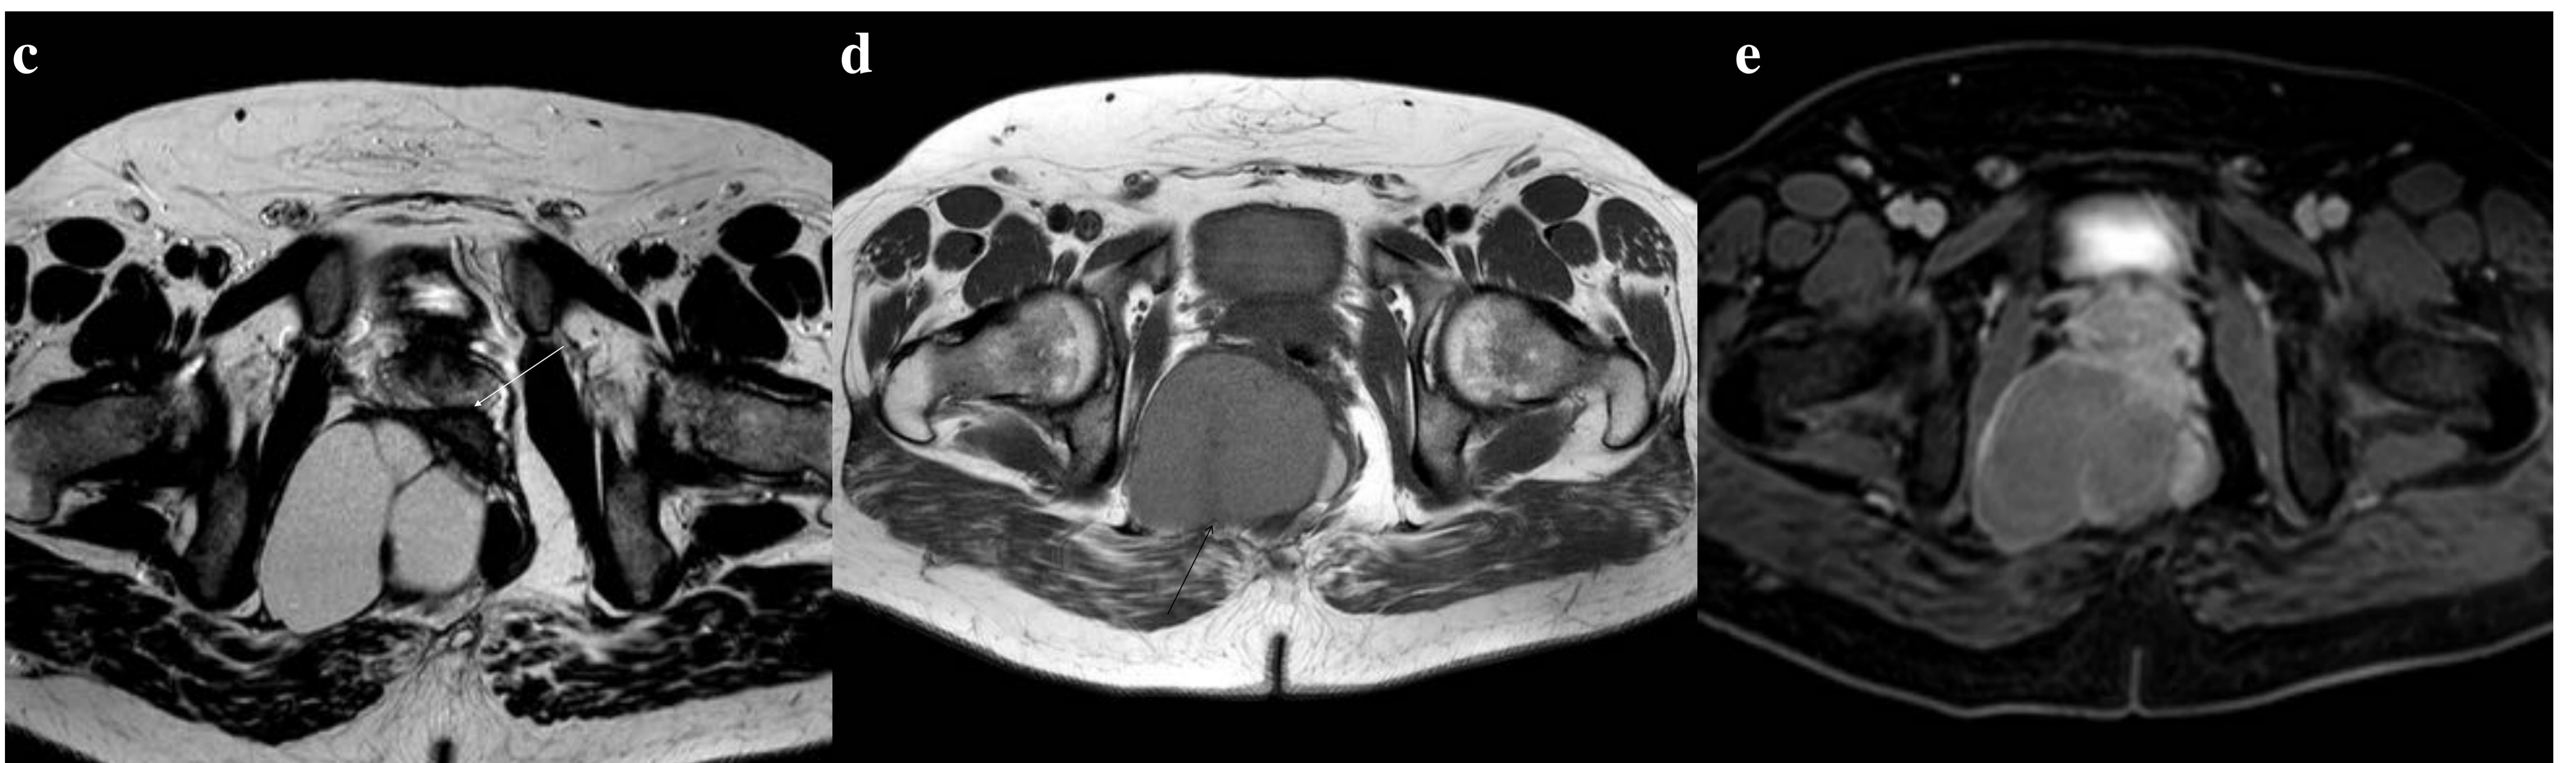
Hamartoma quístico retrorectal en un hombre de 38 años de edad, con molestias pélvicas y dificultad para la defecación. Imágenes de RM, potenciadas en T2 (a) sagital, (b) coronal y (c) axial muestran un quiste en el espacio retrorectal, de pared fina, bien definido, y con contenido hiperintenso y homogéneo. Causa desplazamiento anterior del recto (flecha en c) . Presenta en su interior septos finos de baja señal (flechas en a y b). (d) Imagen axial potenciada en T1, muestra el quiste bien definido con una señal intermedia, por su contenido proteico, rico en mucina (flecha) (e) Imagen axial potenciada en T1 con saturación grasa después del contraste, revela una ausencia de captación del quiste
